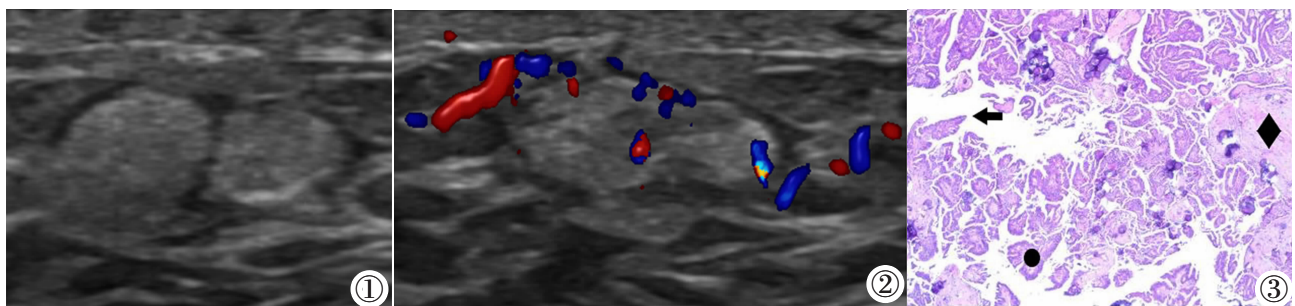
34 岁, 男, EPC 二维超声。右侧乳腺乳头后方两个高回声结节, 大小分别约 0.49 cm×0.42 cm、0.54 cm×0.32 cm, 边界清晰, 形态规则, 两结节部分相互融合, 周边可见均匀低回声环绕。图 2 EPC 血流图。CDFI: 显示其内部可见丰富条形血流信号。图 3 肿瘤局限在囊内生长(◆), 排列呈乳头状(●)、筛状(↑)。
